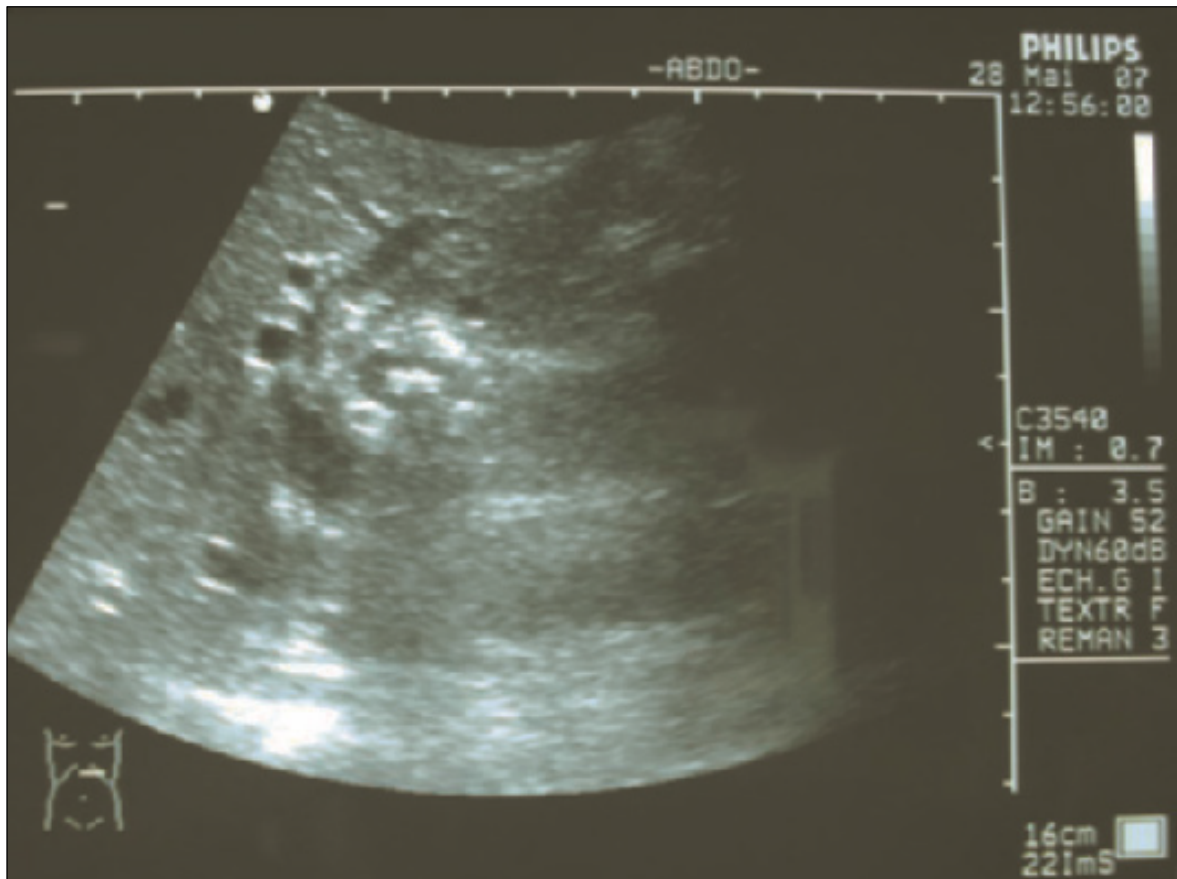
Échographie hépatique montrant la présence de calculs au niveau de la VBP, des canaux hépatiques droits et gauches et des VBIH
